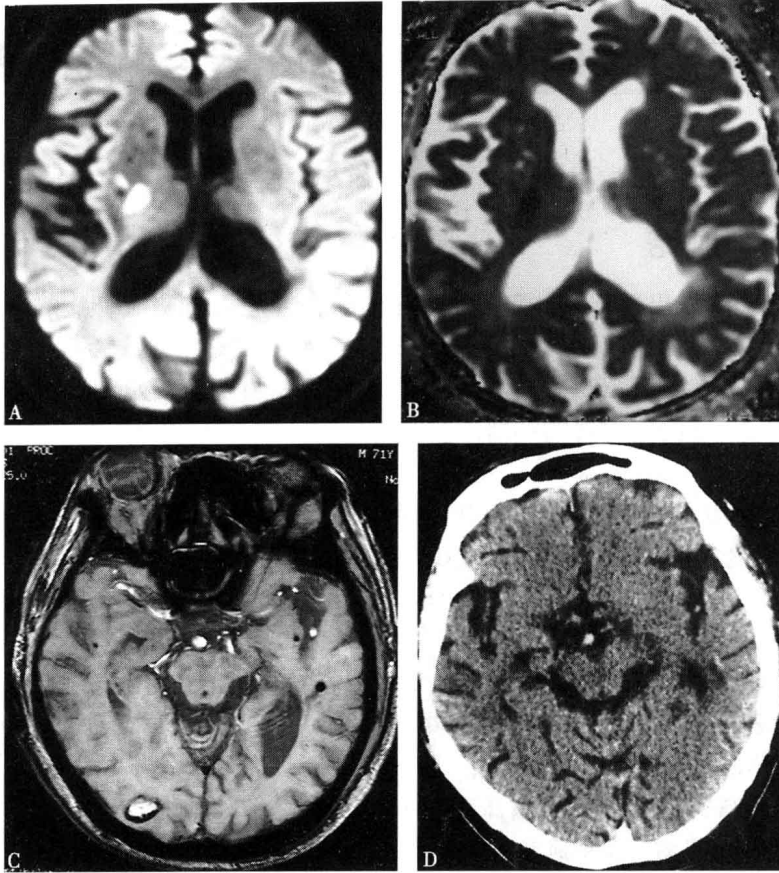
A (DWI) 和 B (ADC) 图像提示右基底节区急性脑梗死。SWI 图像提示右枕叶亚急性脑出血和双侧颞叶微量出血; 在相应层面, CT 没有发现该出血灶。T2* 提示右侧枕叶高信号 (图 1-1C), CT 相应区域为低信号, 提示亚急性期脑出血
